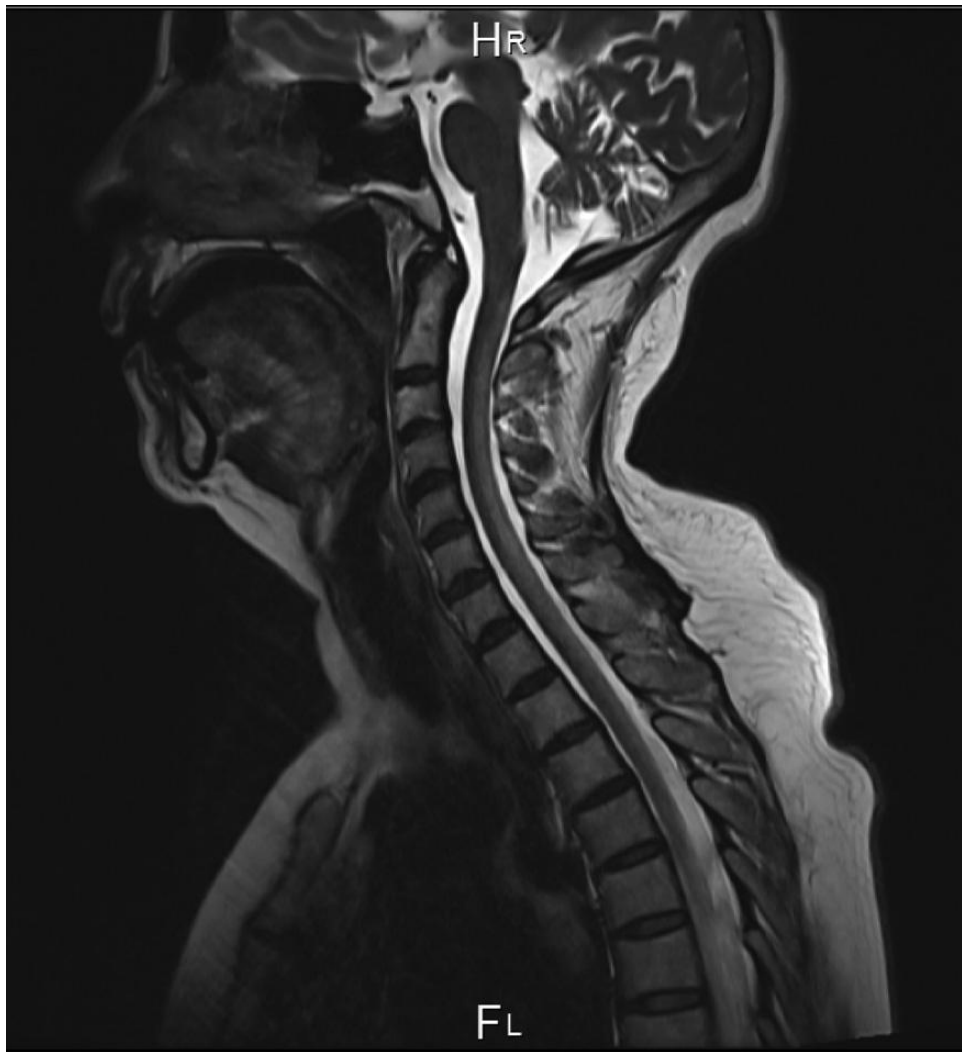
IRM médullaire cervicale séquence T2 en coupe sagittale montrant un hypersignal cervical médullaire étendu [8].
